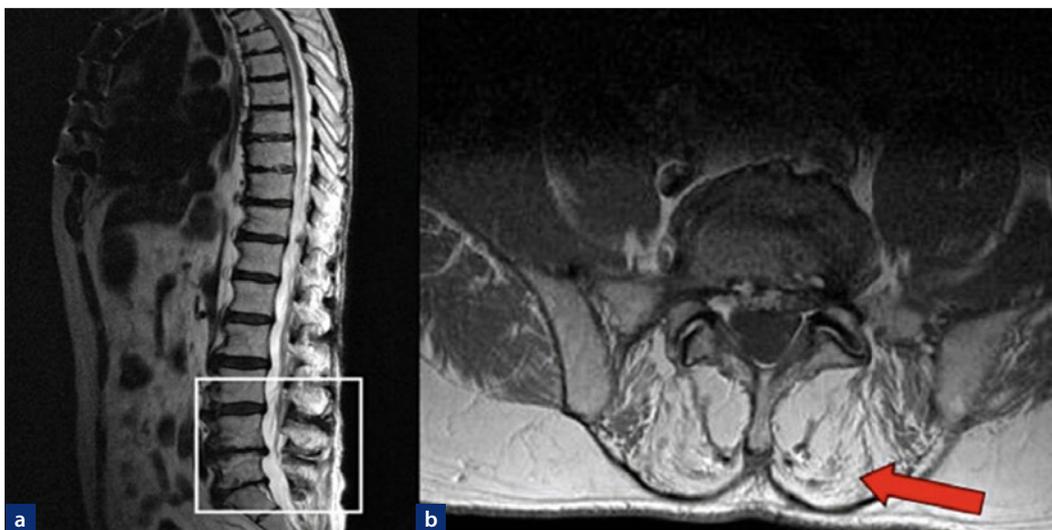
Kernspintomografisch fallen neben den degenerativen Veränderungen der LWS mit medio-lateralem Diskusprolaps LWK4/5 links (a) vor allem ein ausgeprägte fettige Degeneration (b) des M. multifidus und des M. erectus spinae (Pfeil) beidseits auf. Das Ausmaß des fettigen Umbaus übersteigt hier die bei degenerativen Wirbelsäulenveränderungen gefundenen Veränderungen. Der M. psoas ist beidseits unauffällig.
